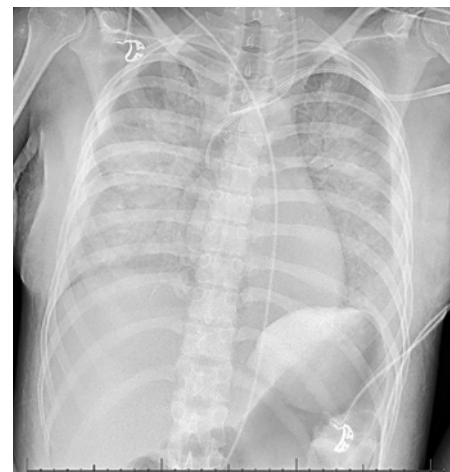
Radiographie du thorax; incidence antéro-postérieure: œdème pulmonaire rapidement progressif après la première extubation.
